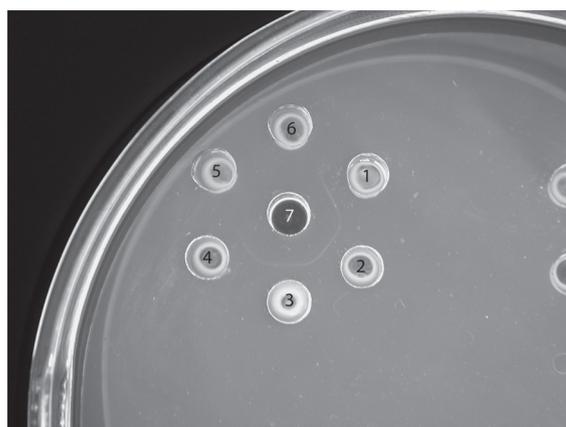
Результаты реакции двойной радиальной иммунодиффузии штамма *E. coli* Top10 (pTrcSuB) через 5 ч после начала индукции:
